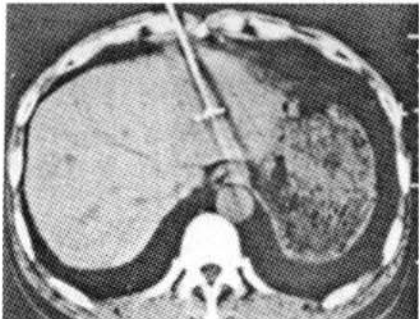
采用 CT 导向下经皮 RFA 术进行治疗
